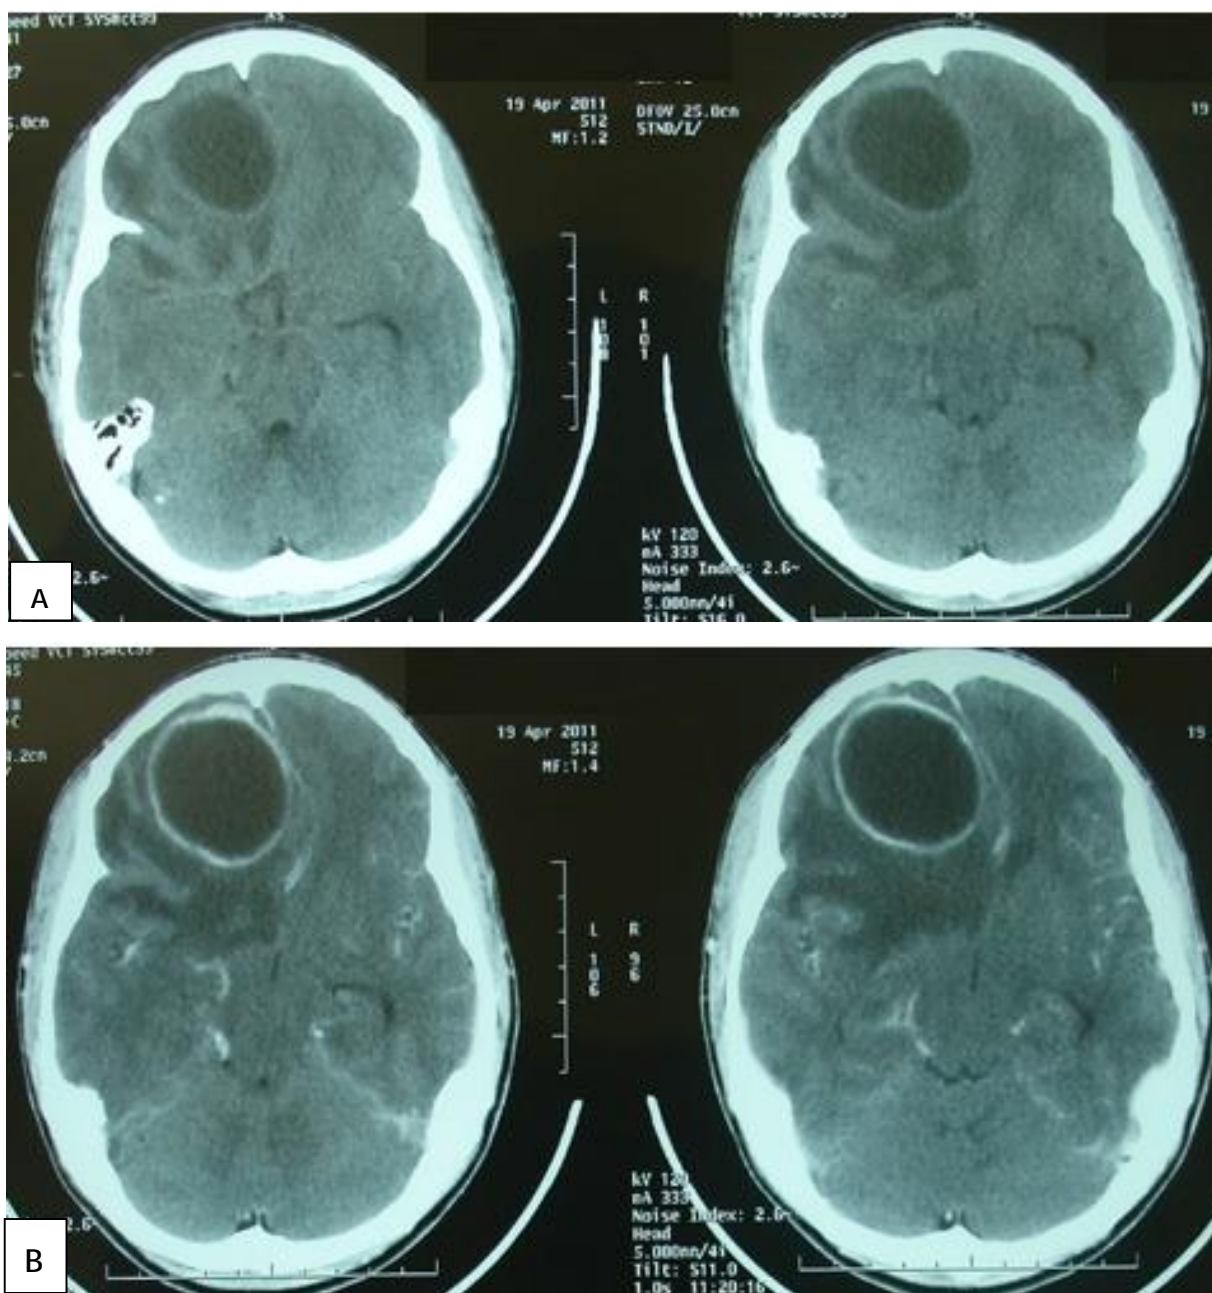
TDM cérébrale sans (A) et avec (B) injection de produit de contraste montrant l'image typique d'un abcès cérébral frontal droit.
